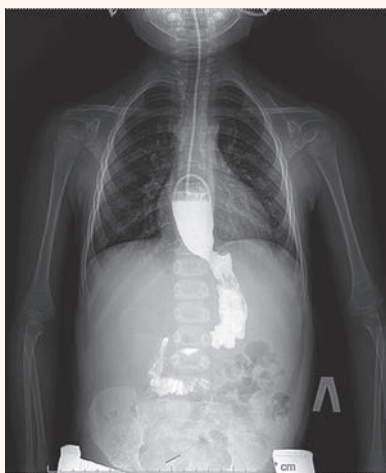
Рентген пищевода с ультразвуком: расширение пищевода, микростомия, замедление эвакуации
